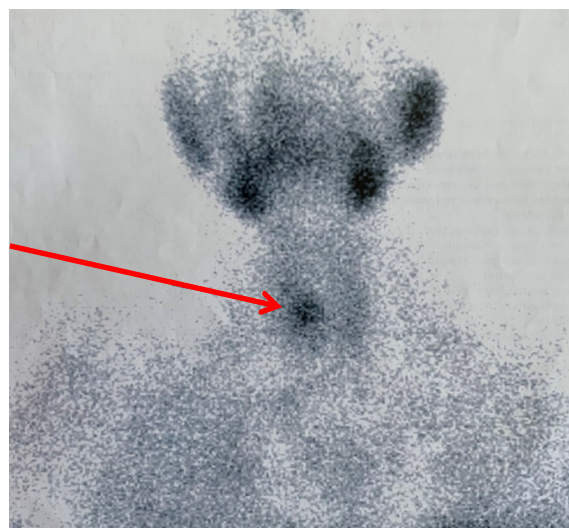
Сцинтиграмма. Зона накопления радиофармпрепарата в проекции правой нижней ОЩЖ (указана стрелкой)
